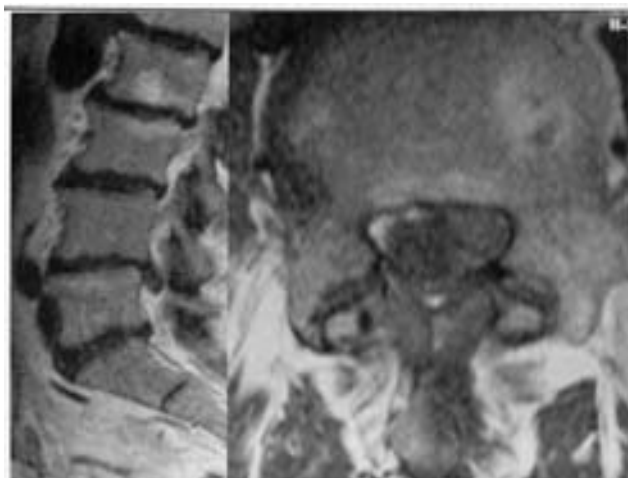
Resonancia magnética. Se observa una voluminosa hernia L4-L5 con ocupación del receso lateral izquierdo.
